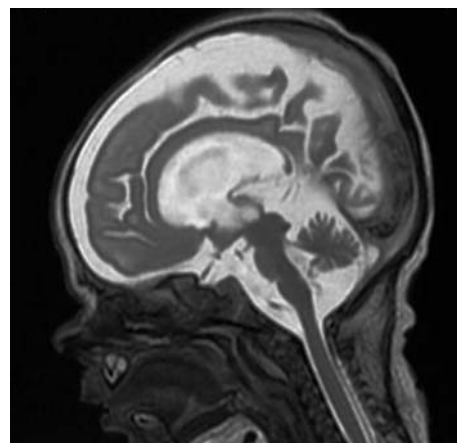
МРТ. Срединный сагиттальный T2-ВИ. В задних отделах сагиттального синуса отсутствует эффект потока крови. Структура синуса неоднородная — на T2-ВИ — за счет наличия гипоинтенсивных участков в зоне расположения тромботических масс
